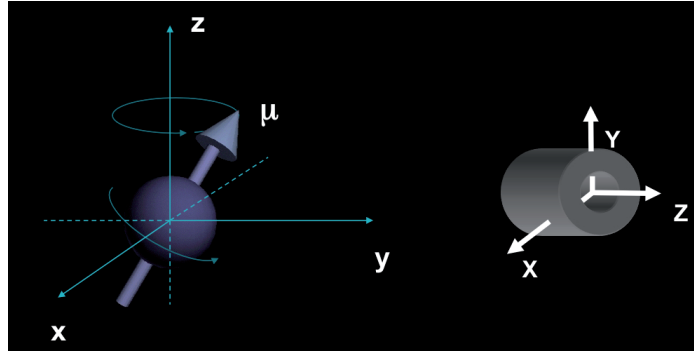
Eixos de coordenadas usados em IRM e o vetor momento magnético. Fonte: (MAZZOLA, 2009)
